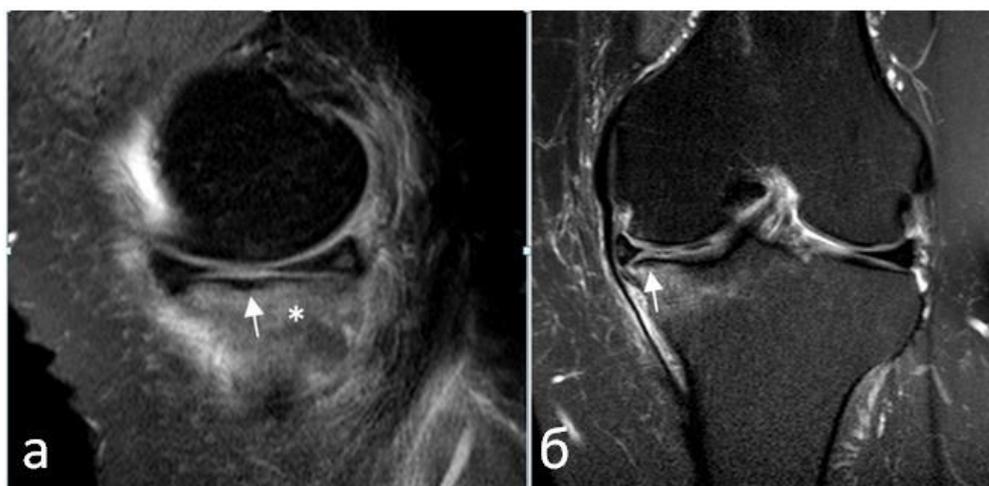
МРТ коленного сустава (PD-FS-ВИ в сагиттальной (а) и корональной (б) плоскостях). Определяются диффузный субхондральный отек (звездочка) и линия сниженного сигнала – перелом (стрелка).
